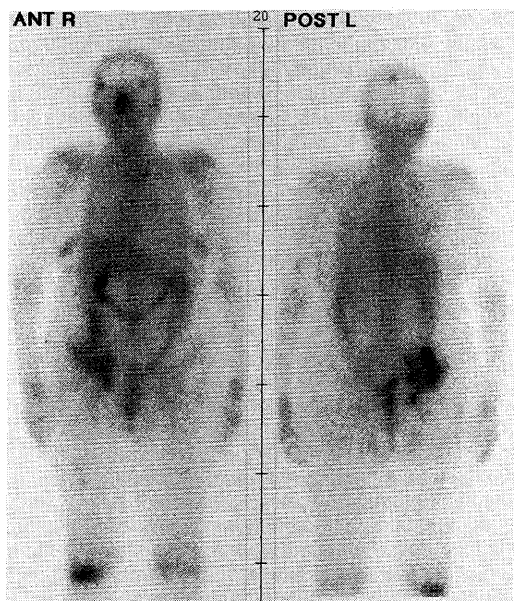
^{67}Ga scintigraphy shows increased uptake in the parietal bone, right iliac bone, right sacroiliac joint, right knee joint and right femur.
